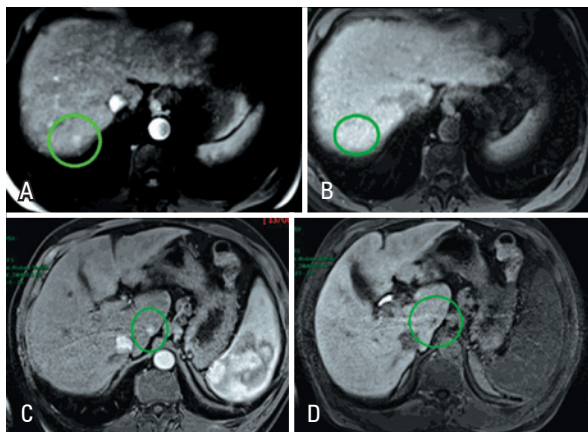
Dois pacientes hepatopatas crônicos submetidos à ressonância magnética com contraste hepato-específico. O primeiro paciente apresenta foco nodular hipervascularizado no segmento VII (A), com isossinal ao restante do parênquima na fase hepatobiliar tardia (B), indicando tratar-se de *shunt* artério-portal. Já o segundo paciente apresenta foco nodular hipervascularizado no lobo caudado (C), com hipossinal na fase hepatobiliar tardia (D), indicando tratar-se de pequeno hepatocarcinoma
